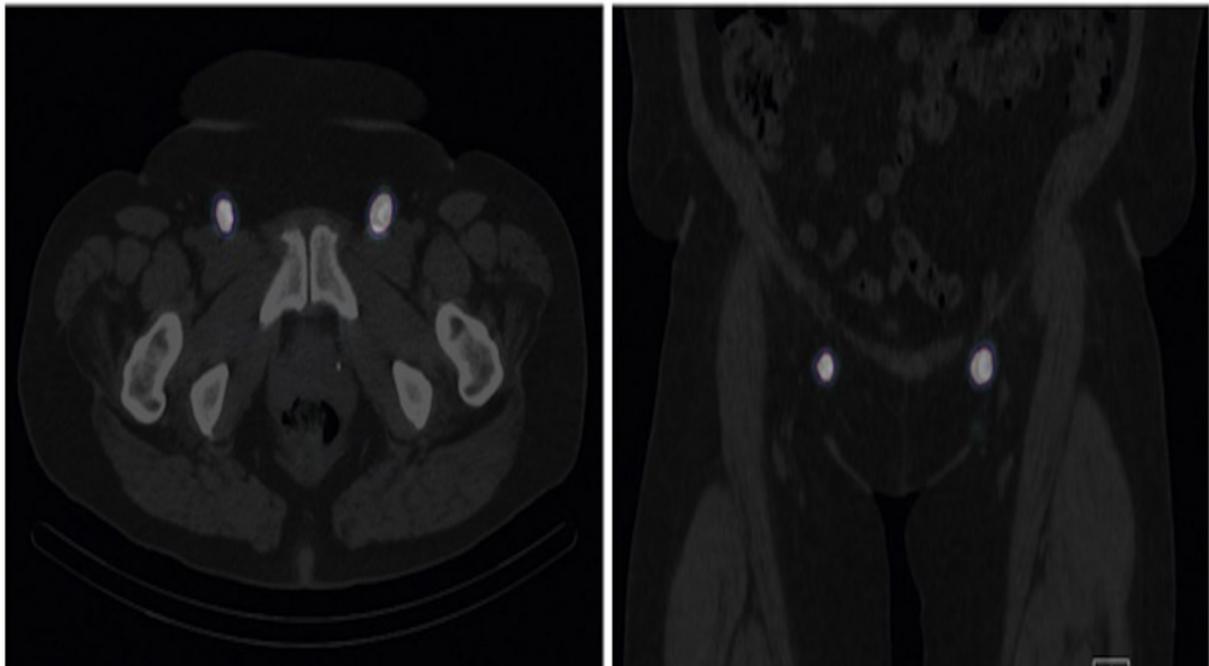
Tomodensitométrie par émission de photons uniques (SPECT-CT) montrant des ganglions sentinelles bilatéraux dans les deux axes
